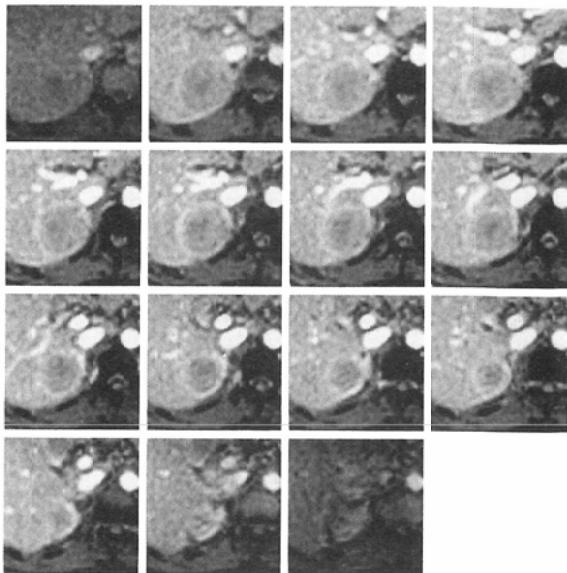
Late phase images of dynamic MR imaging of hepatocellular carcinoma.
